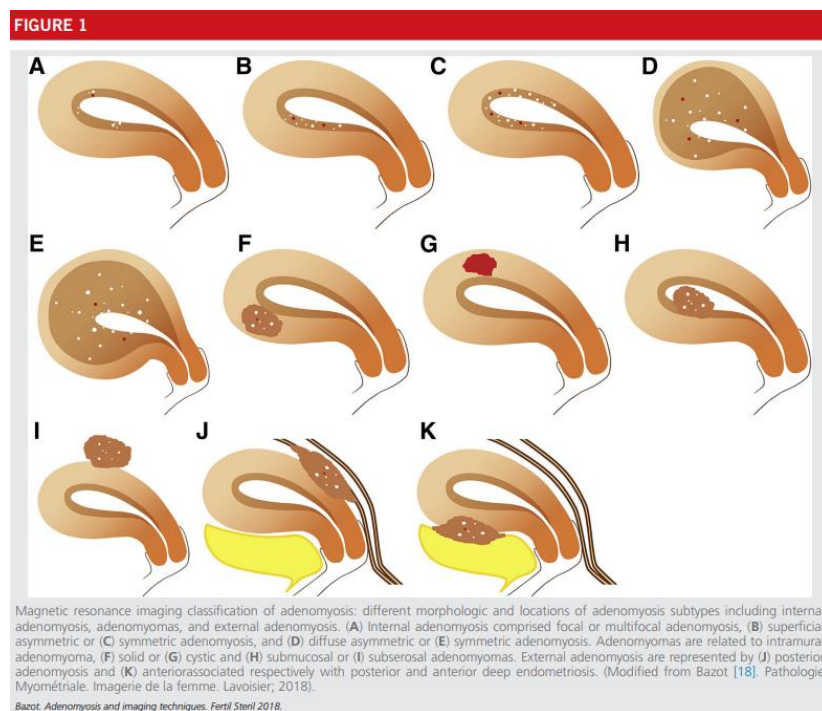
Signos radiológicos por resonancia magnética.
